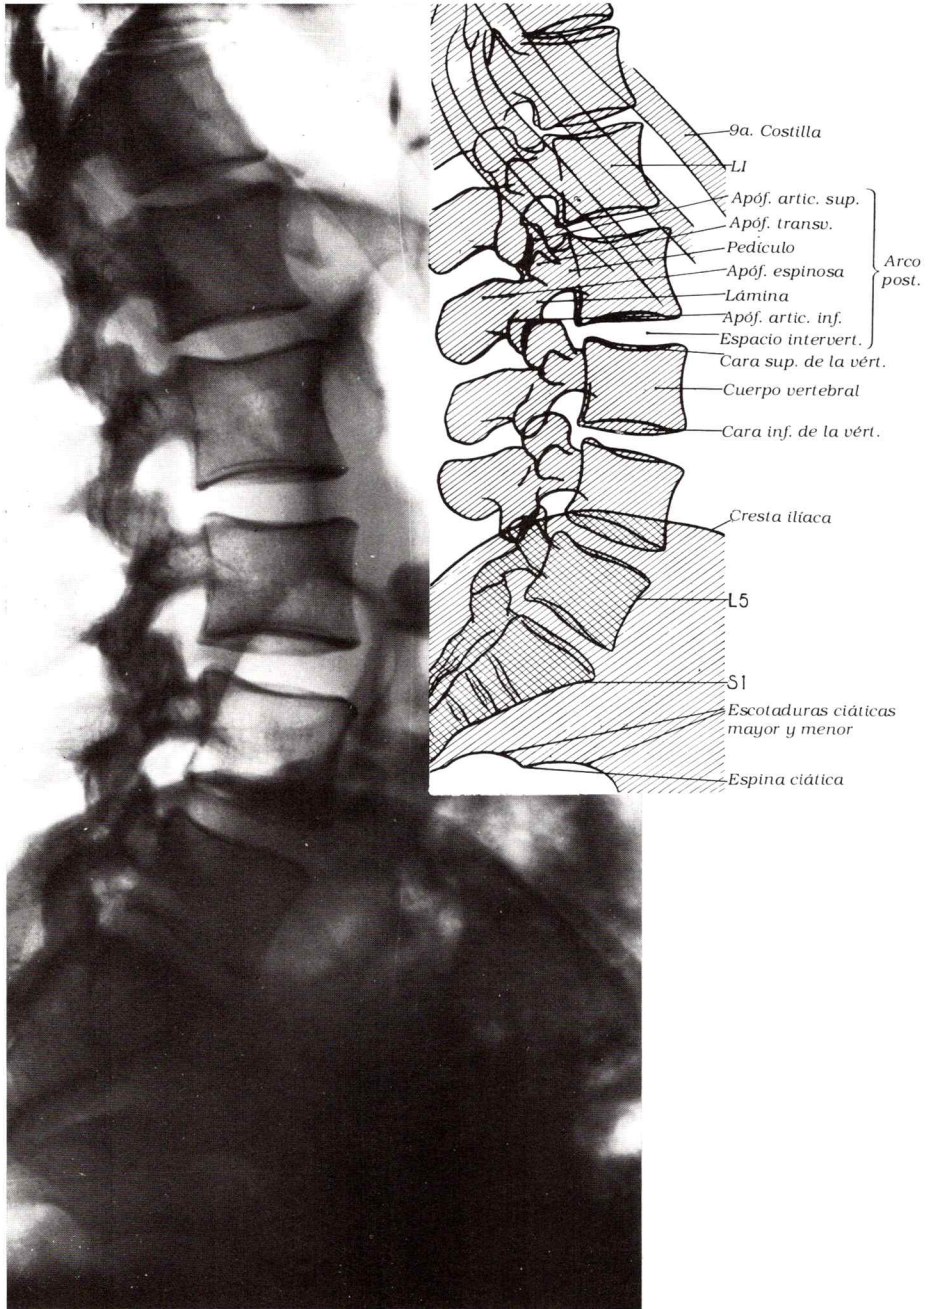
Radiografía del raquis lumbar y del sacro, proyección lateral.
